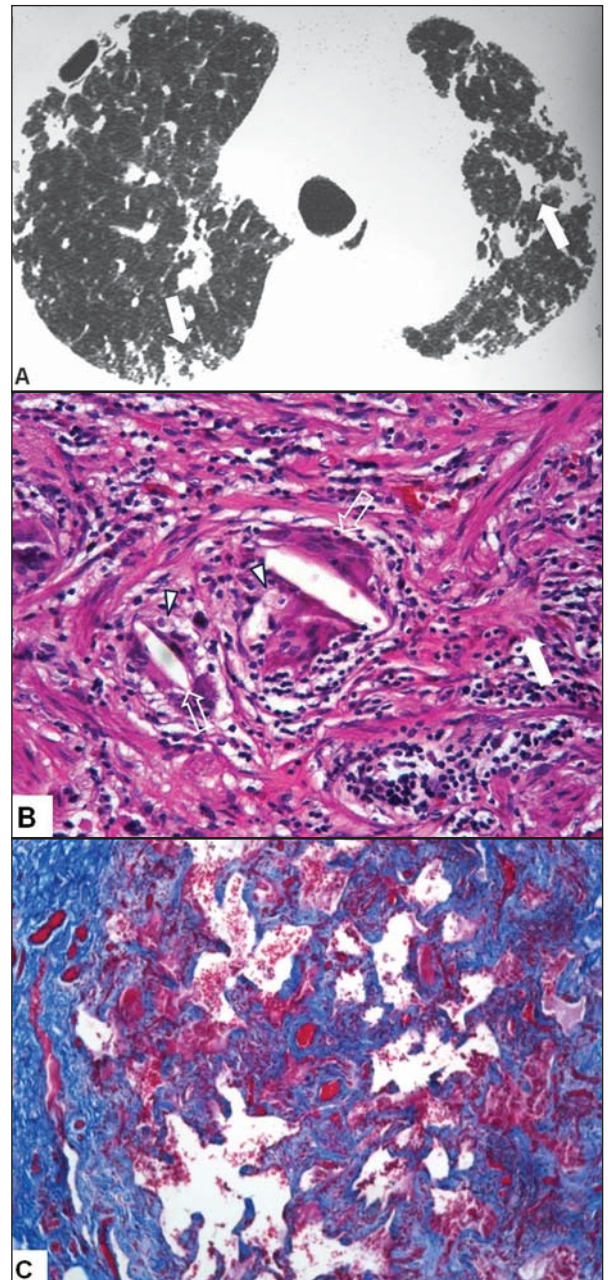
Paciente do sexo feminino, 59 anos, criadora de pombos e periquitos. A: Tomografia de alta resolução do tórax mostrando distorção arquitetural, opacidades reticulares periféricas e peribroncovasculares, associadas a bronquiectasias de tração (setas). B: Biópsia pulmonar na coloração hematoxilina-eosina mostrando infiltrado inflamatório linfocitário denso, focos de fibrose (seta cheia), histiócitos espumosos (cabeças de setas) e células gigantes multinucleadas com cristais de colesterol (setas vazadas). C: Focos de fibrose realçados em azul, no tricrômico de Masson.
